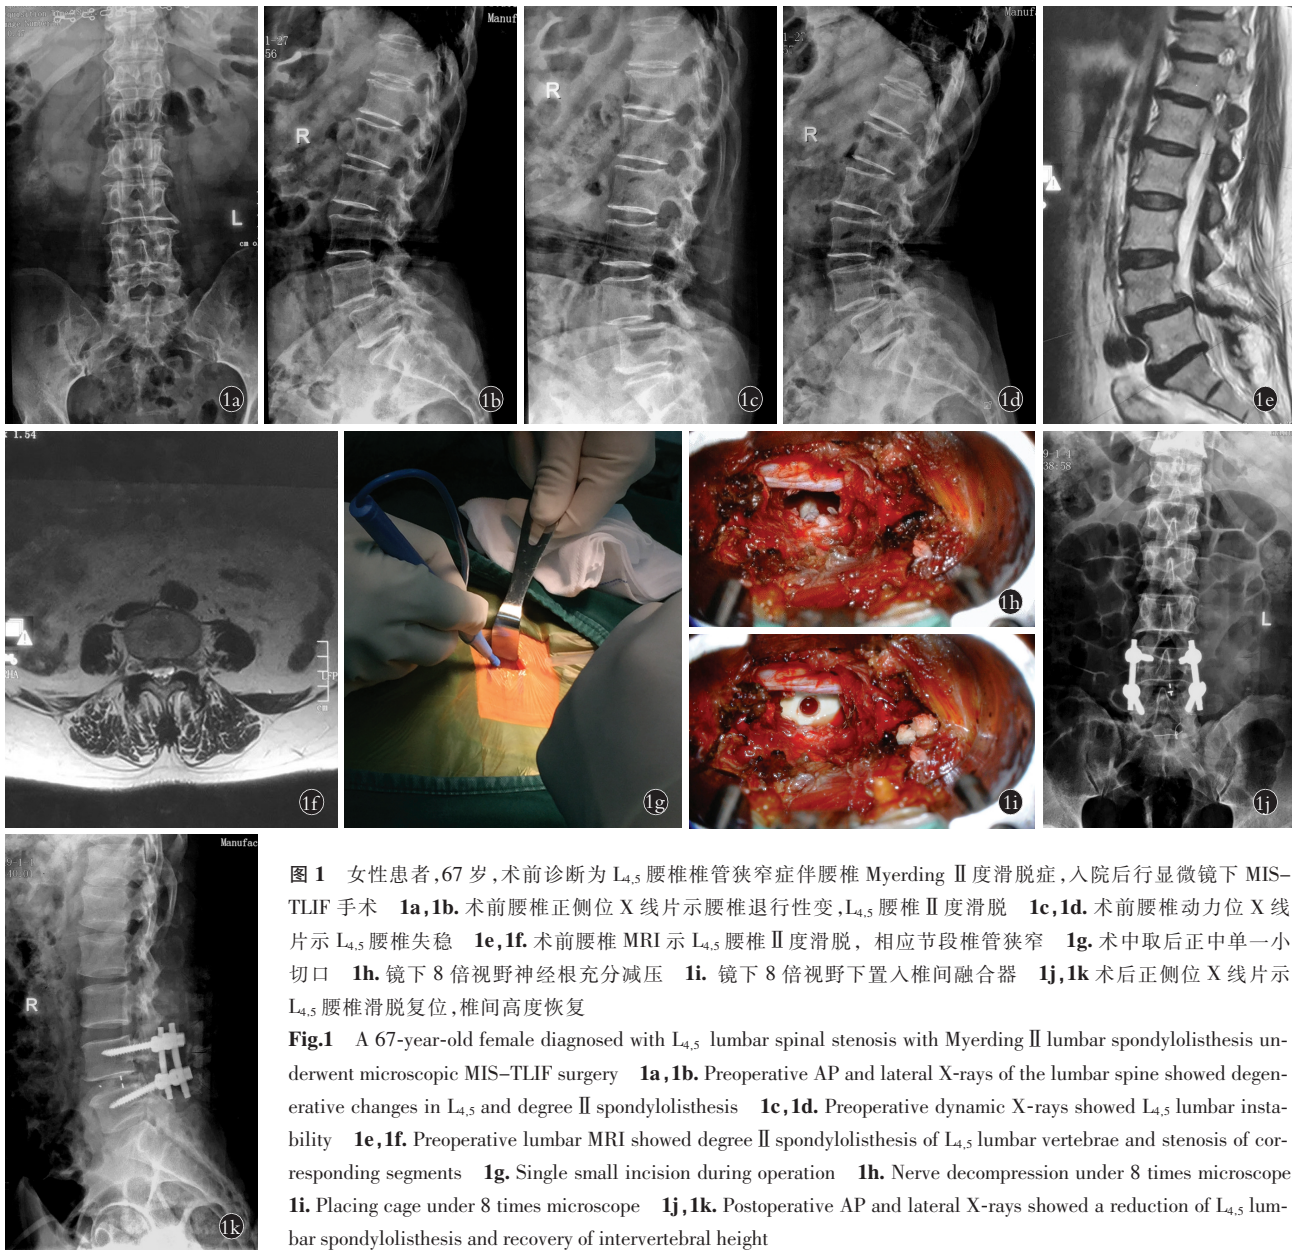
女性患者,67 岁,术前诊断为 L_{4,5} 腰椎椎管狭窄症伴腰椎 Myerding II 度滑脱症,入院后行显微镜下 MIS-TLIF 手术 1a,1b. 术前腰椎正侧位 X 线片示腰椎退行性变,L_{4,5} 腰椎 II 度滑脱 1c,1d. 术前腰椎动力位 X 线片示 L_{4,5} 腰椎失稳 1e,1f. 术前腰椎 MRI 示 L_{4,5} 腰椎 II 度滑脱,相应节段椎管狭窄 1g. 术中取后正中单一小切口 1h. 镜下 8 倍视野神经根充分减压 1i. 镜下 8 倍视野下置入椎间融合器 1j,1k 术后正侧位 X 线片示 L_{4,5} 腰椎滑脱复位,椎间高度恢复
